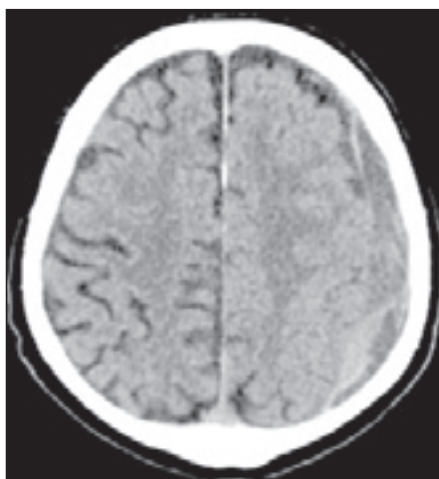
Kontrolní CT mozku nativní po druhé trepanaci pro recidivu chronického subdurálního hematomu vlevo s patrným reziduem.
